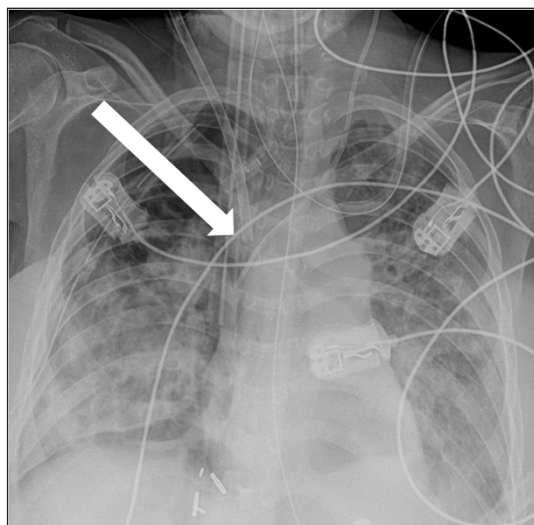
Chest x-ray of the same patient (Figure 5) showing the end of the cannula in the superior vena cava – right atrial junction (arrow). The cannula has a 3-4 cm radiolucent tip at the end extending into the right atrium for return of oxygenated blood.
